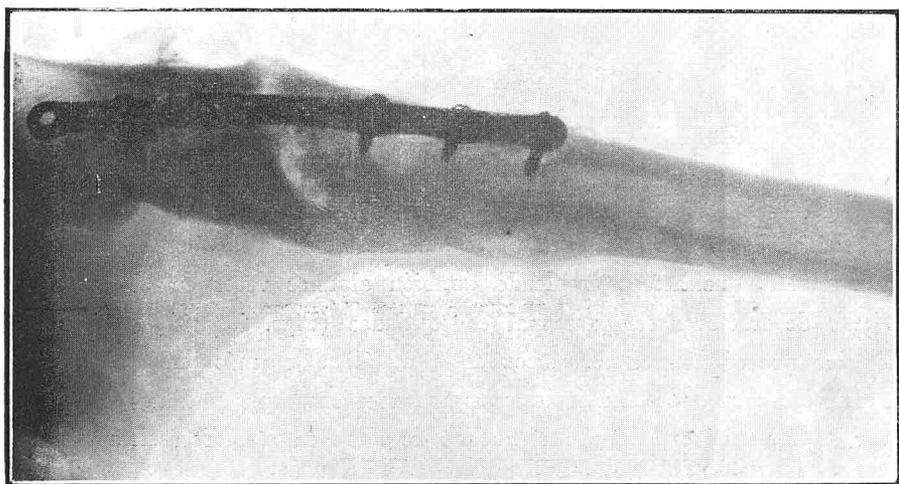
Radiografía No. 10.781
